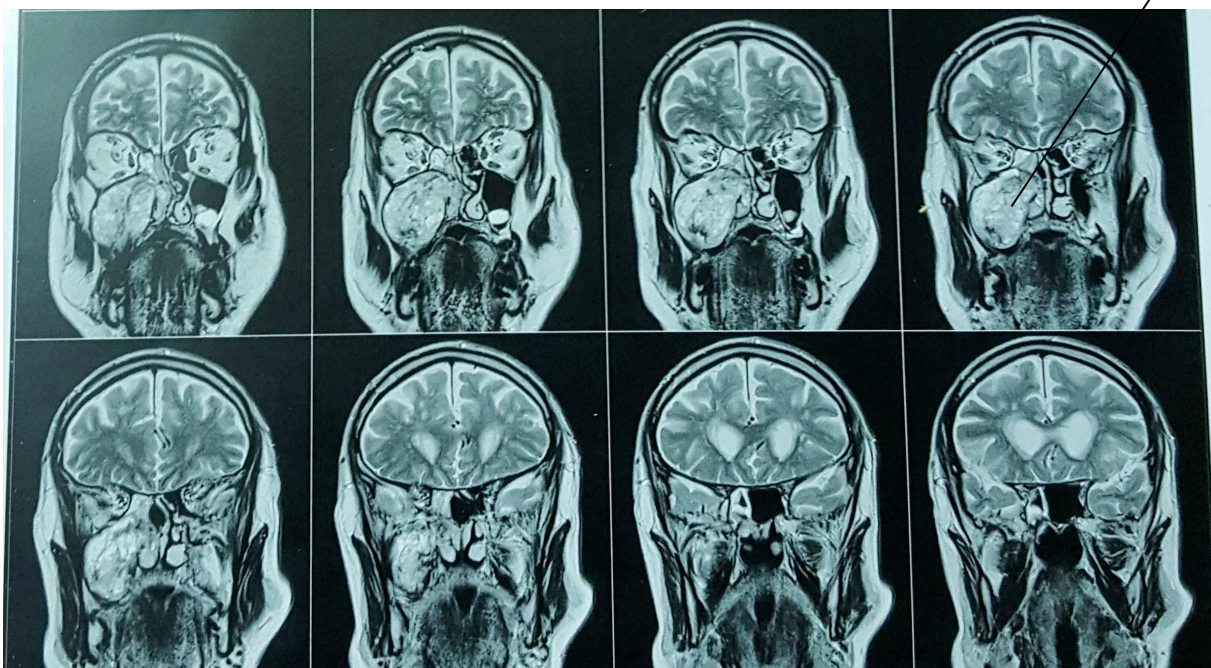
Coupe coronale IRM pré opératoire(80).
